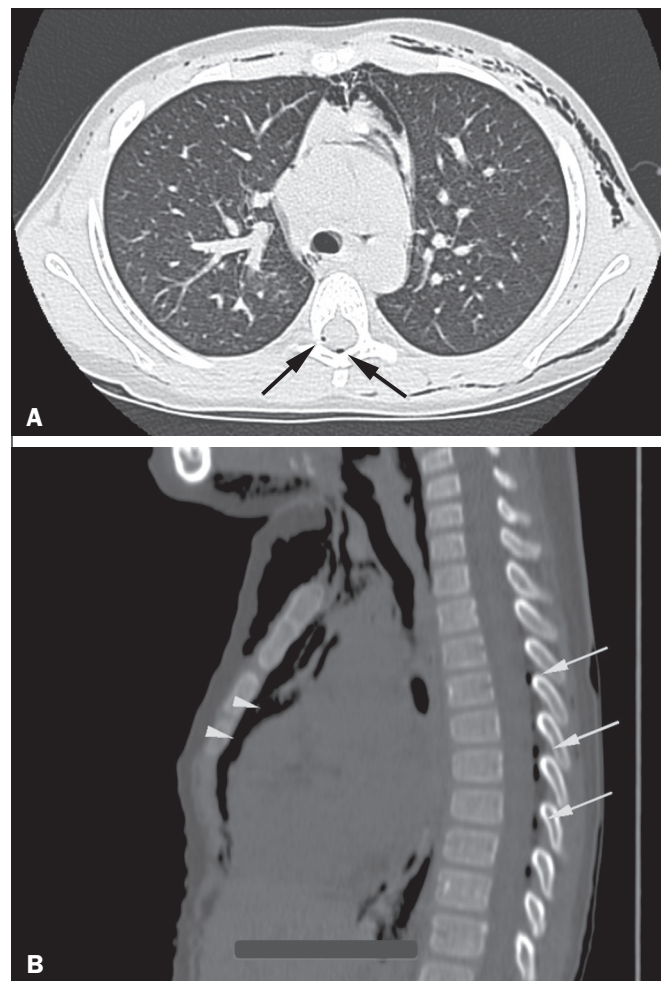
TC de tórax nos planos axial (A) e sagital (B) demonstrando pneumórraque (setas) e enfisema mediastinal (cabeças de setas).
